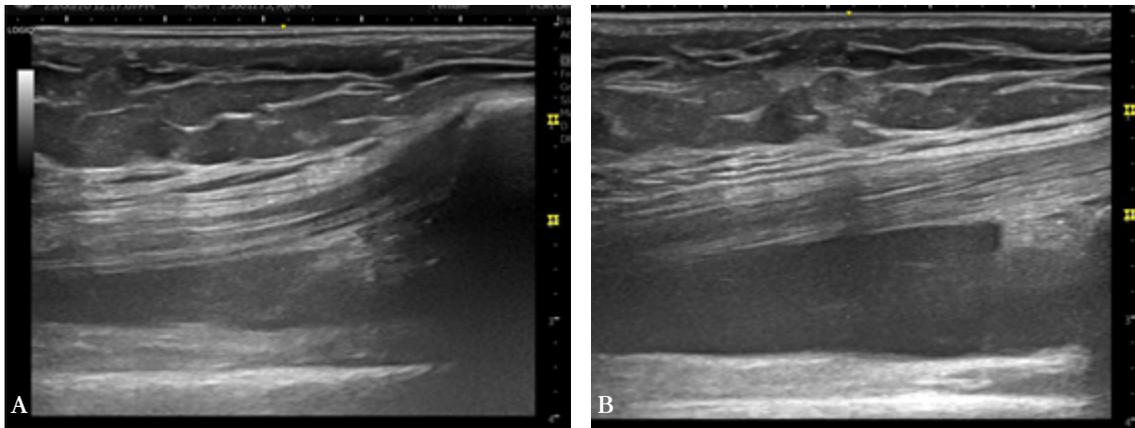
A. 능동신전(active extension)하지 않은 초음파 슬관절 삼출액 소견 B. 능동신전한 초음파 슬관절 삼출액 소견
